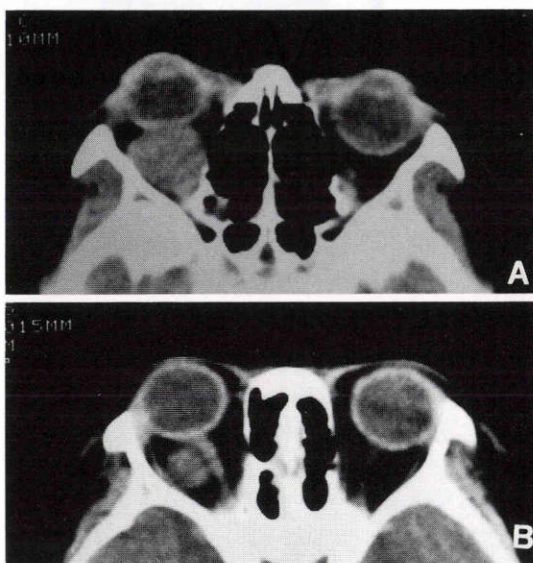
X 線-CT スキャン：A：右眼、球後筋肉錐内に均質な等吸収域の腫瘍がみられた。B：腫瘍は視神経とは境界鮮明に分離されていた。
